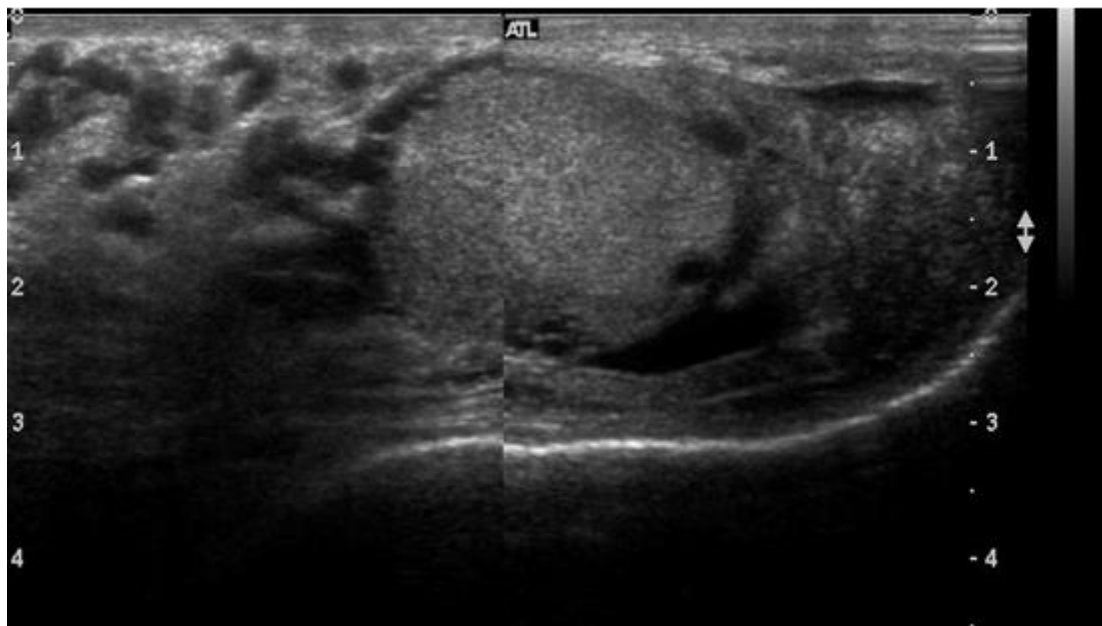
УЗИ. Панорамное сканирование, В-режим.
